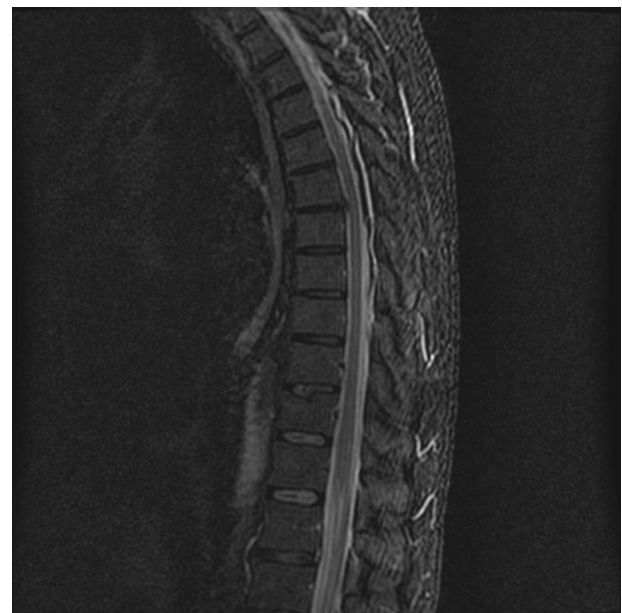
En la RM cervicotorácica sagital STIR presenta ocupación de espacio posterior desde C7 hasta T10-T11, de intensidad heterogénea.
